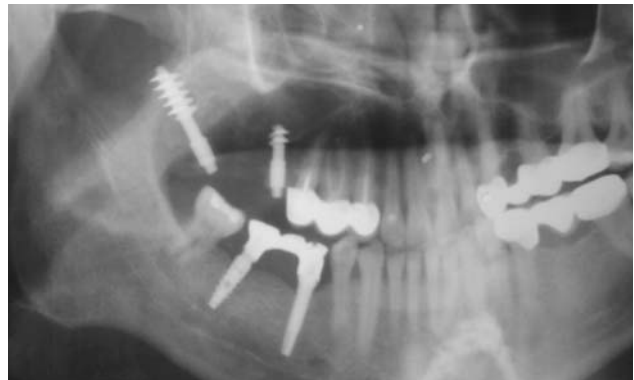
Контрольна ортопантомограма хворого К. Безпосередньо після атипового видалення 18-го зуба встановлені лопатоподібні імплантати з урахуванням залишкового обсягу кісткової тканини.
